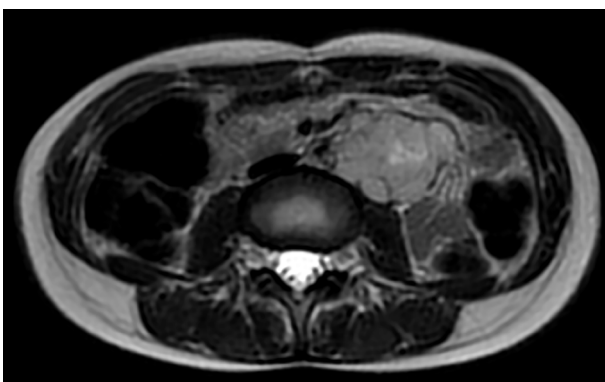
Imagen de resonancia magnética de abdomen con contraste. Se observa masa ocupante en zona del espacio paraaórtico.
